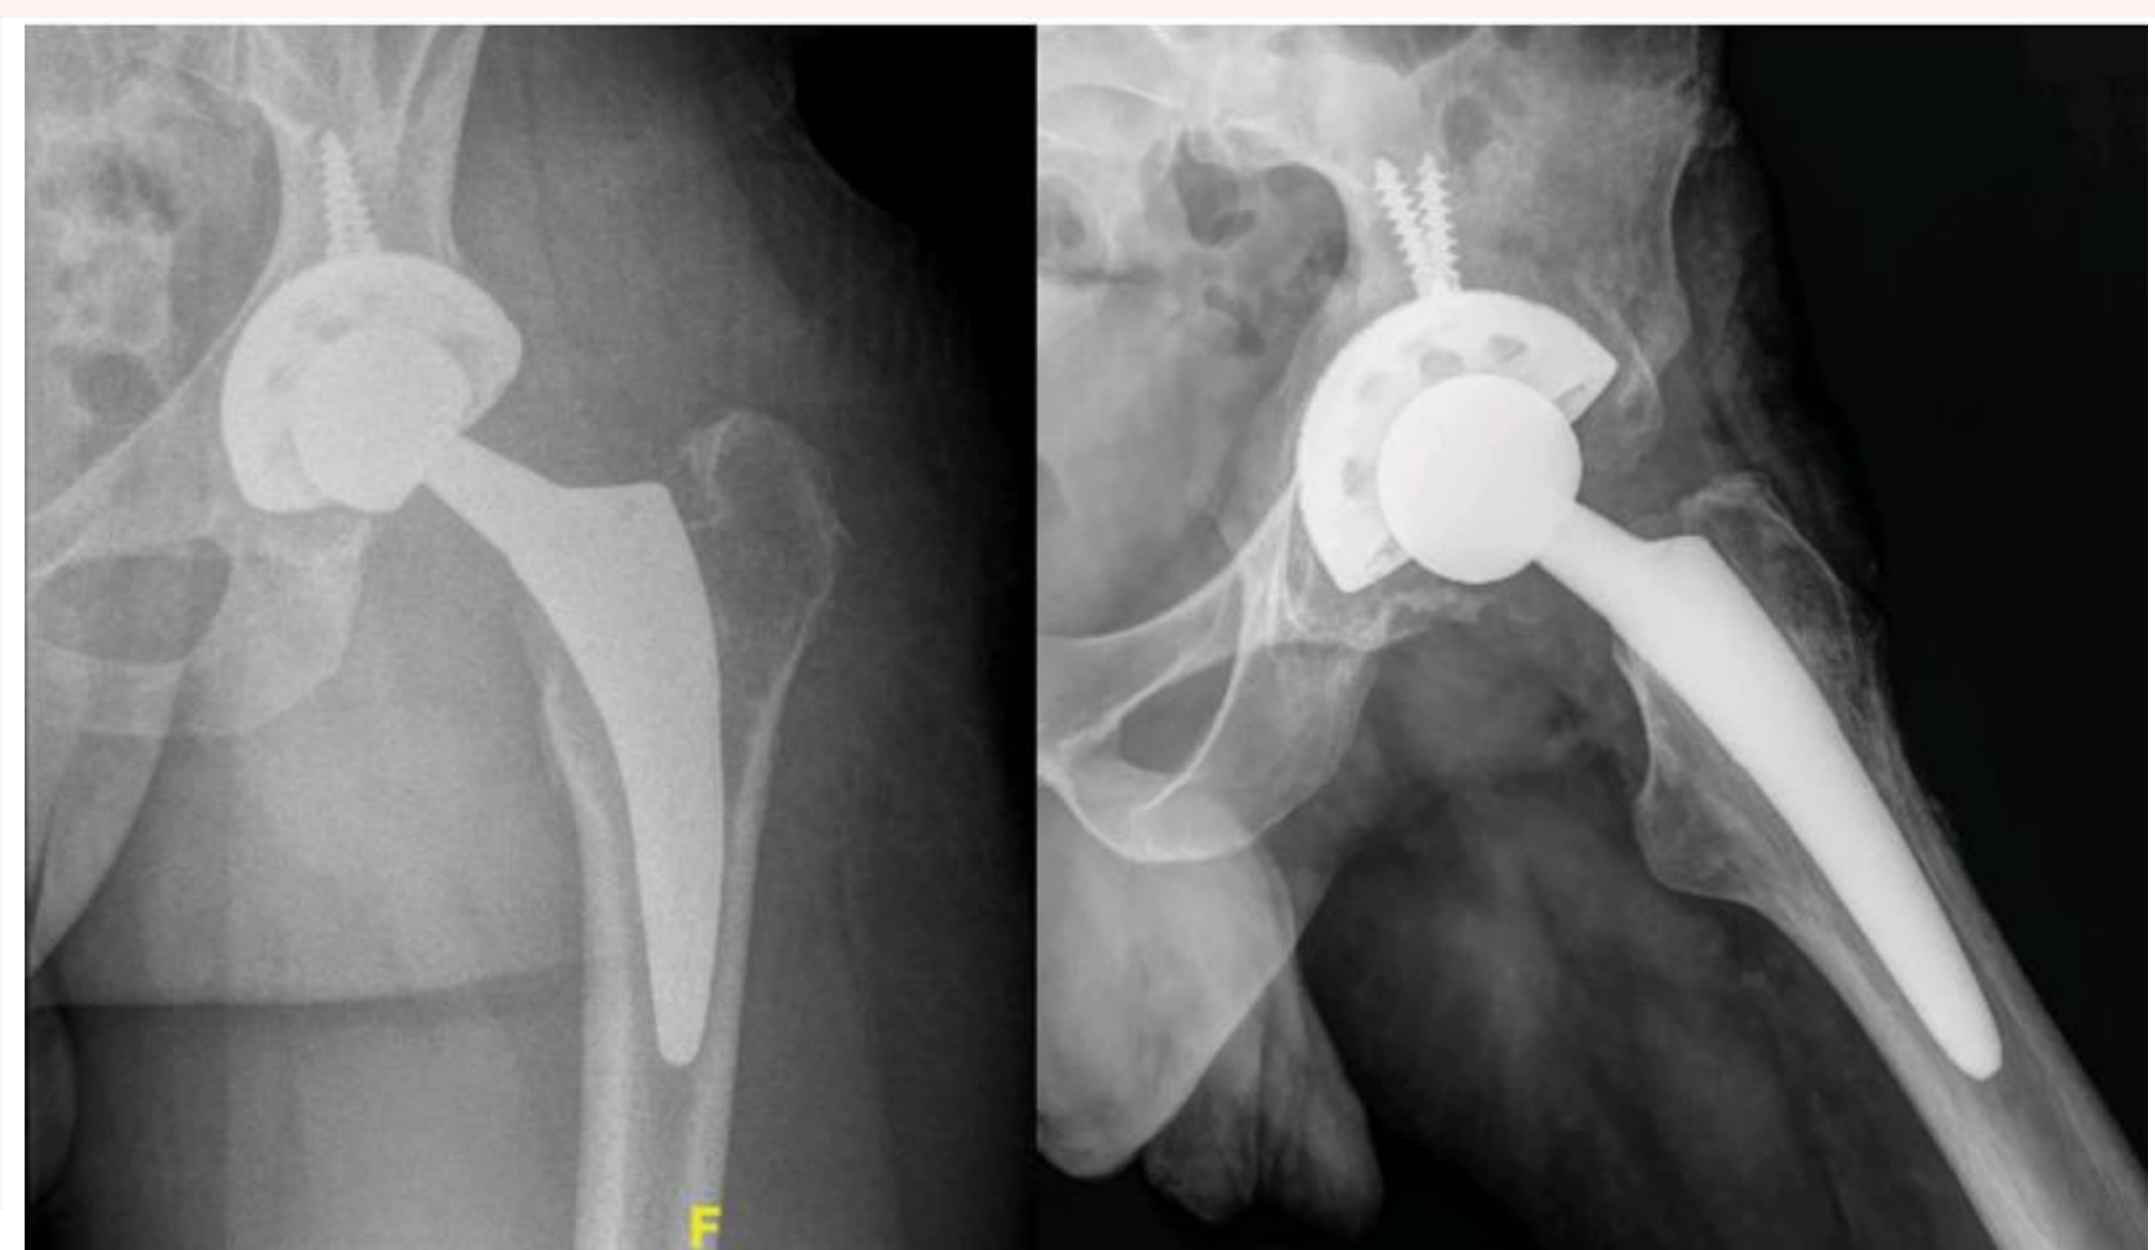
Radiografías de cadera izquierda tomadas a los seis meses de la conversión a artroplastia total de cadera.
